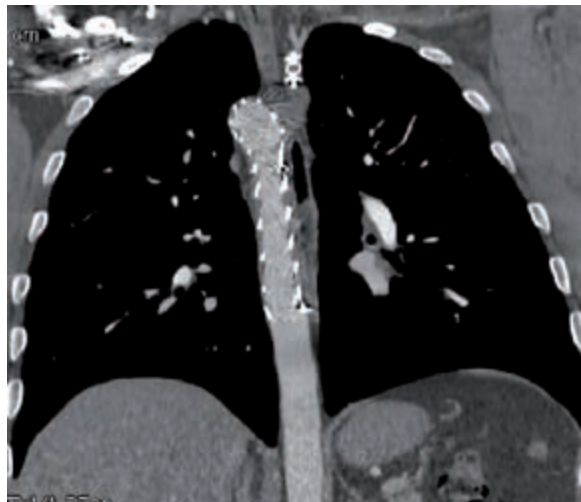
Angiotomografía de Tórax. Punta de flecha: arco aórtico a la derecha. Flecha: divertículo de Kommerell retroesofágico.
